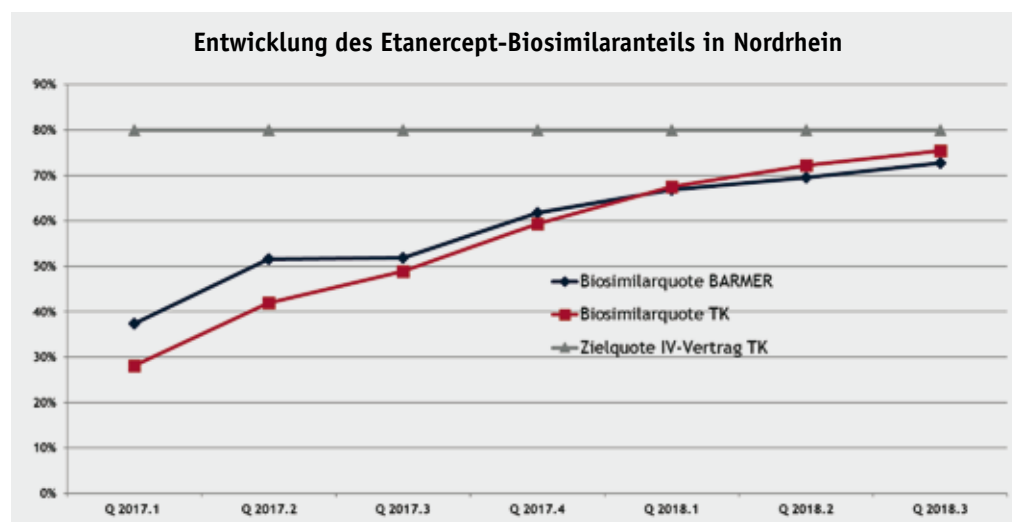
Biosimilaranteil (nach DDD) für Etanercept in Nordrhein bei TK und BARMER für die Facharztgruppe Rheumatologen in den Quartalen 2017.1 bis 2018.3; Quelle: NVI-KT (INSIGHT Health).
